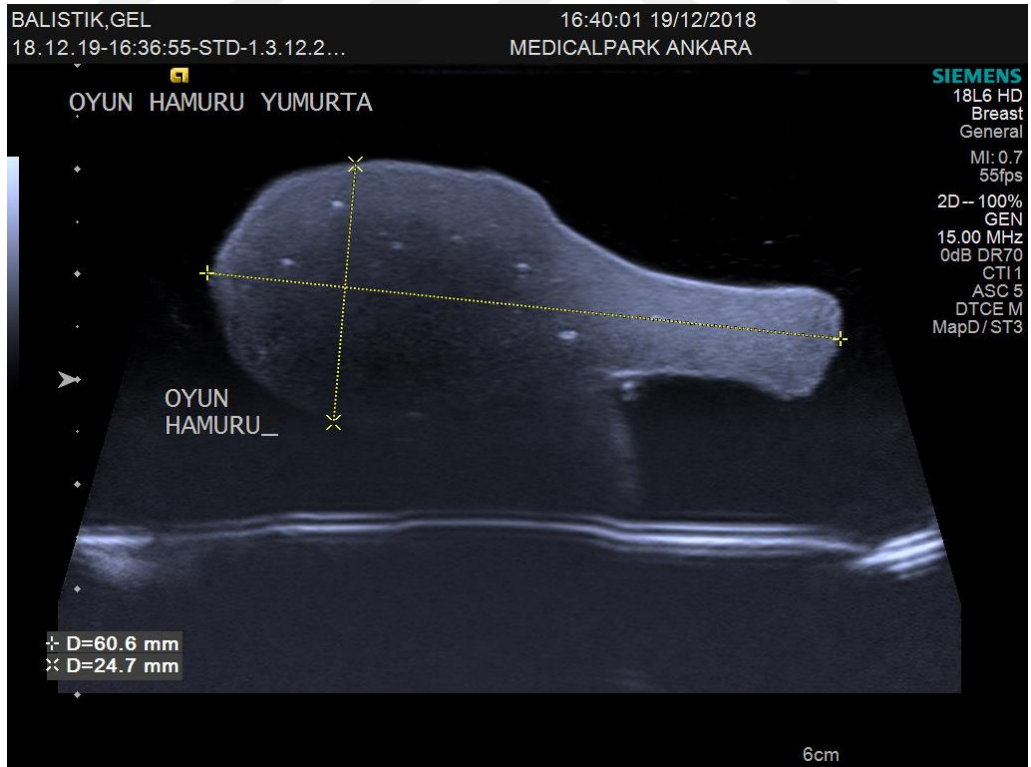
İçerisine iğne batırılmış fantom modelinin ultrason görüntüsü.
